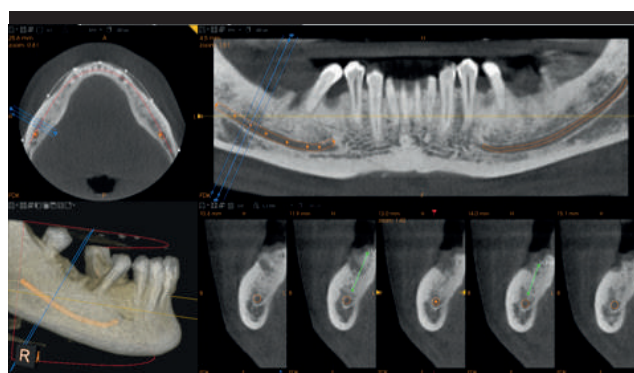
CBCT della mandibola (CS 9300®, Carestream): volume osseo residuo in sede #47.
